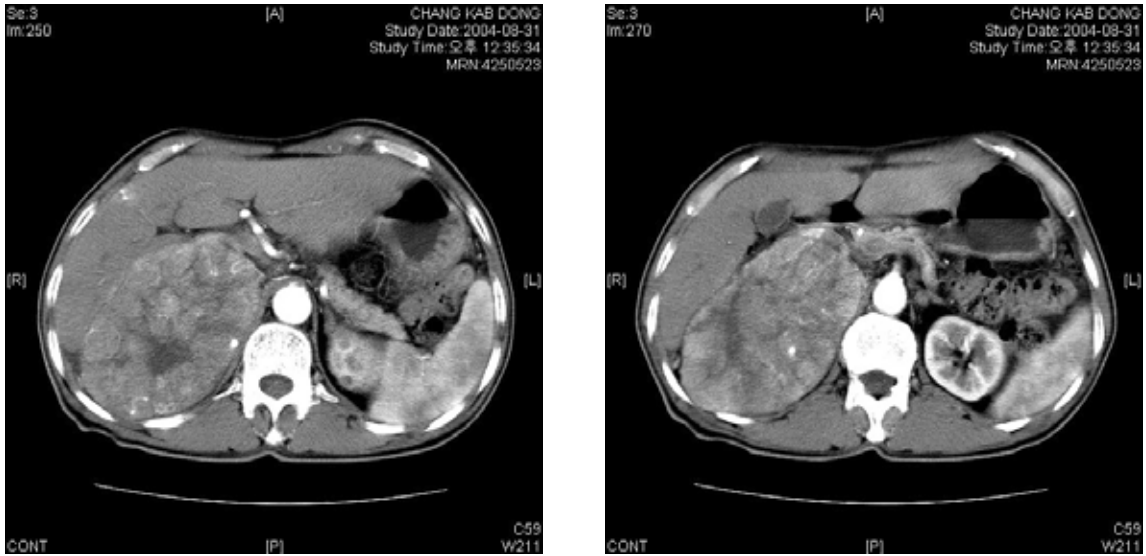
Abdominal CT scans show a huge mass between right hepatic lobe and right kidney.
